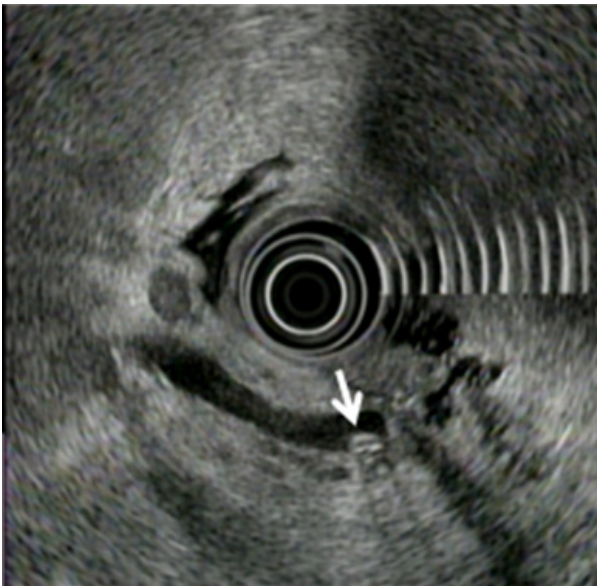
EUS images of a CBD stone (white arrow). EUS, endoscopic ultrasonography; CBD, common bile duct.
